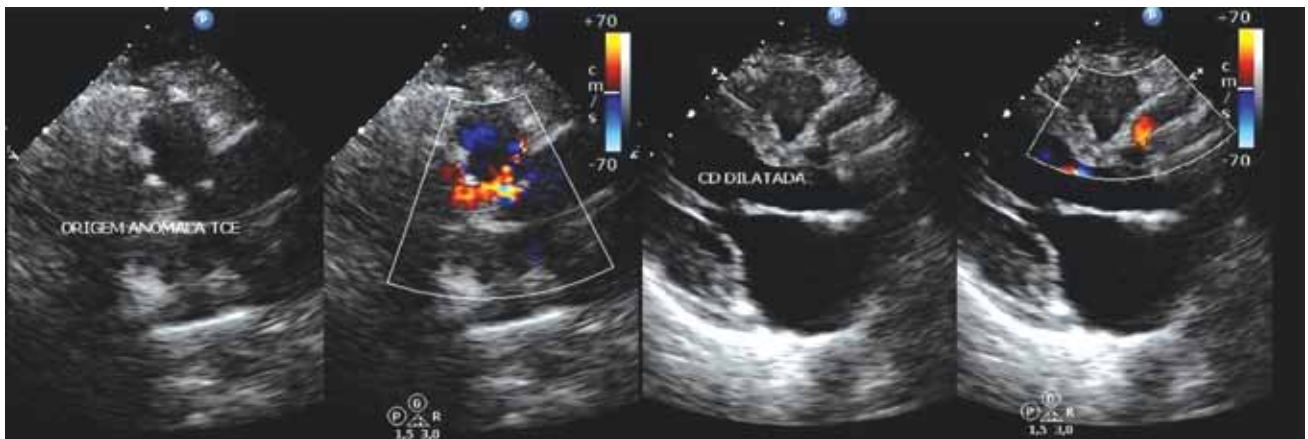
Ecocardiograma con Doppler color. A. Origen anómalo del tronco de la arteria coronaria izquierda (TCI), donde por Doppler color se visualiza el flujo retrógrado de la arteria coronaria izquierda (ACI) a partir de la arteria pulmonar (AP). B. Arteria coronaria derecha (CD) dilatada.
